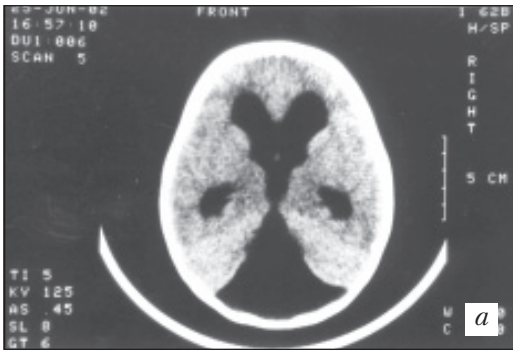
Компьютерная томограмма головного мозга. Синдром Денди — Уокера (а, б)
